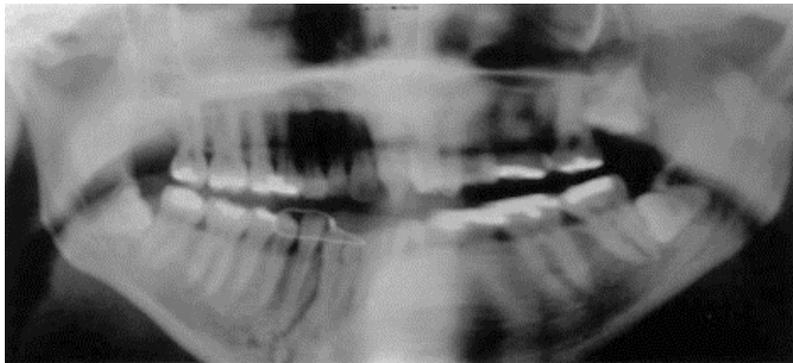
Radiografía panorámica, la única radiografía más informativa para el diagnóstico de fracturas mandibulares.¹²
